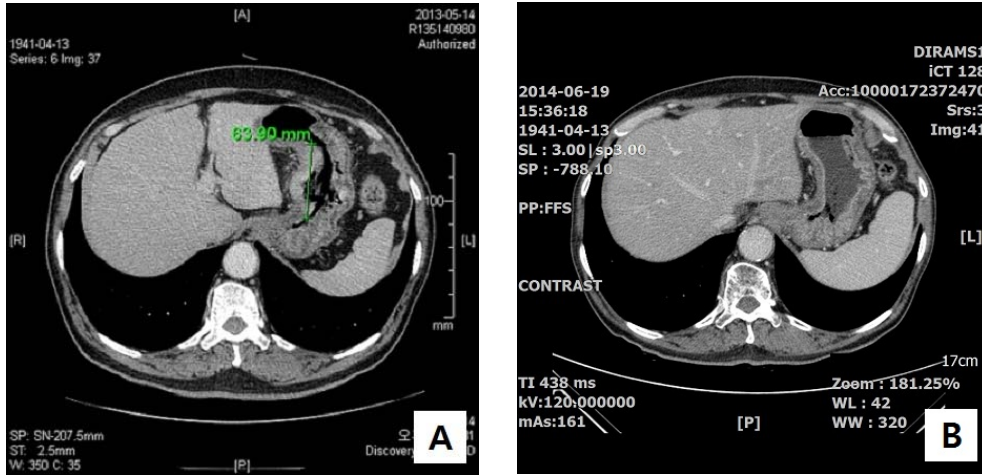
Computed Tomography (A. 2013/05/14. B. 2014/06/19)
